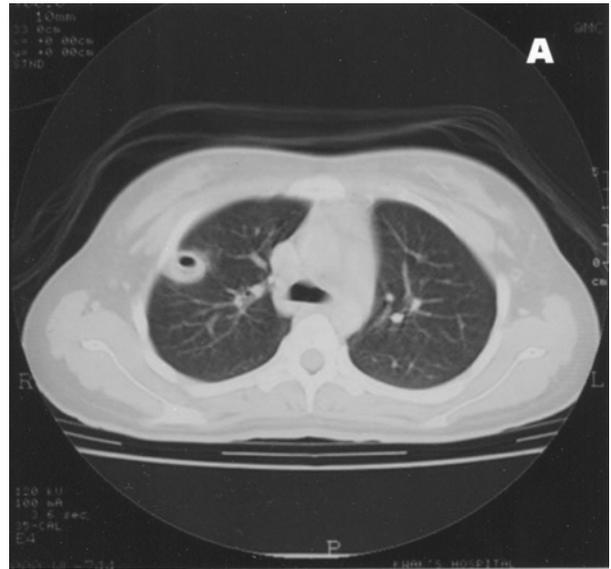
Chest CT scan shows an approximately 2 cm sized cavitary nodule in the peripheral area of the right upper lobe (A). Another two nodular lesions can be seen in the right lower lobe and lingular segment, respectively (B).
